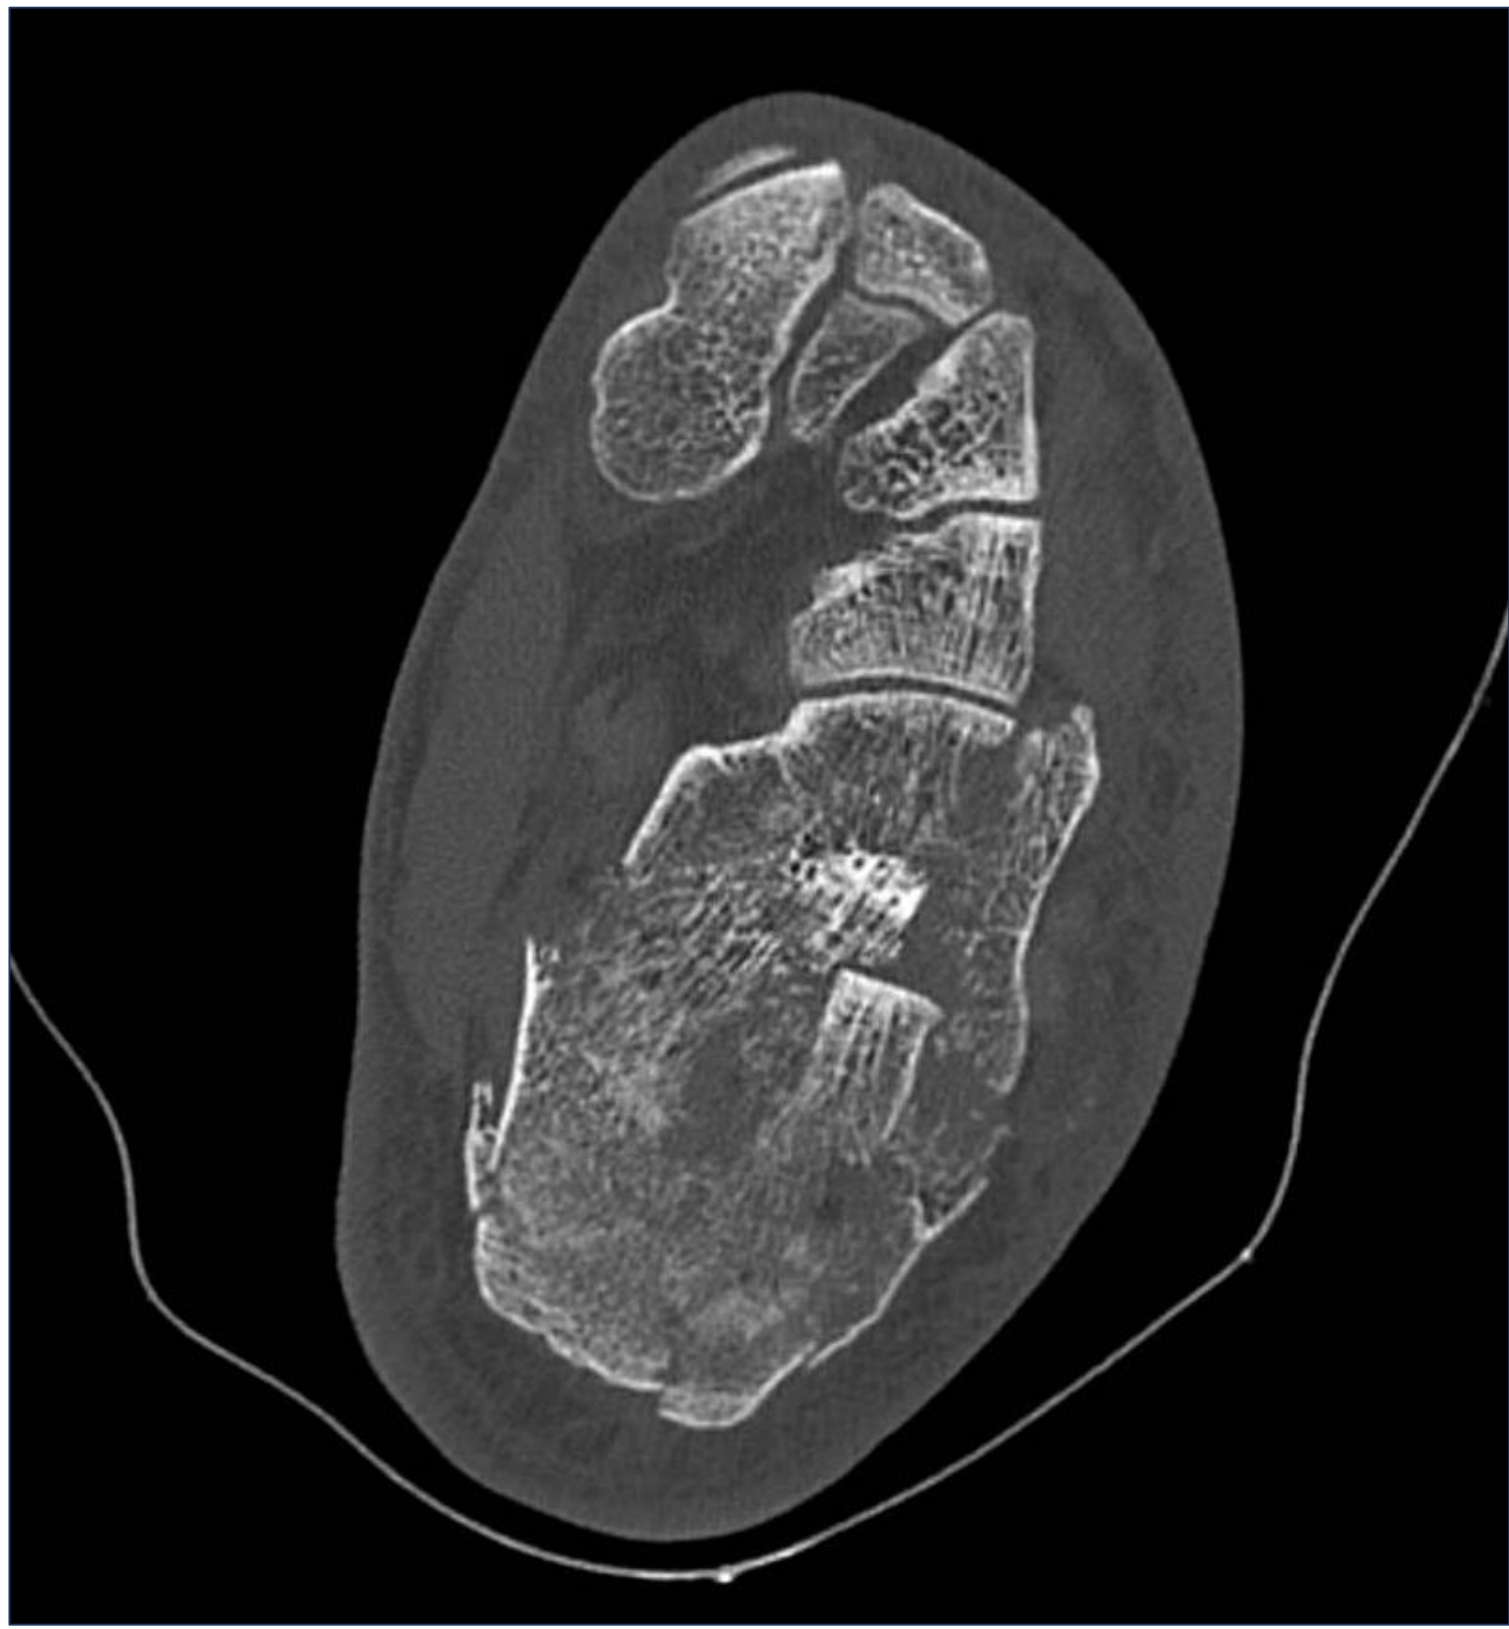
TC de pie izquierdo, corte axial.
